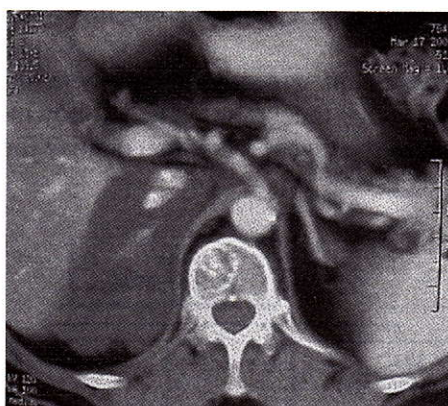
CT scan of the abdomen showing a 10 cm lobulated mass with necrotic changes in the region of the right renal gland in contact with the liver, right kidney, and pancreas. It engulfs the inferior vena cava and the right renal vein.
